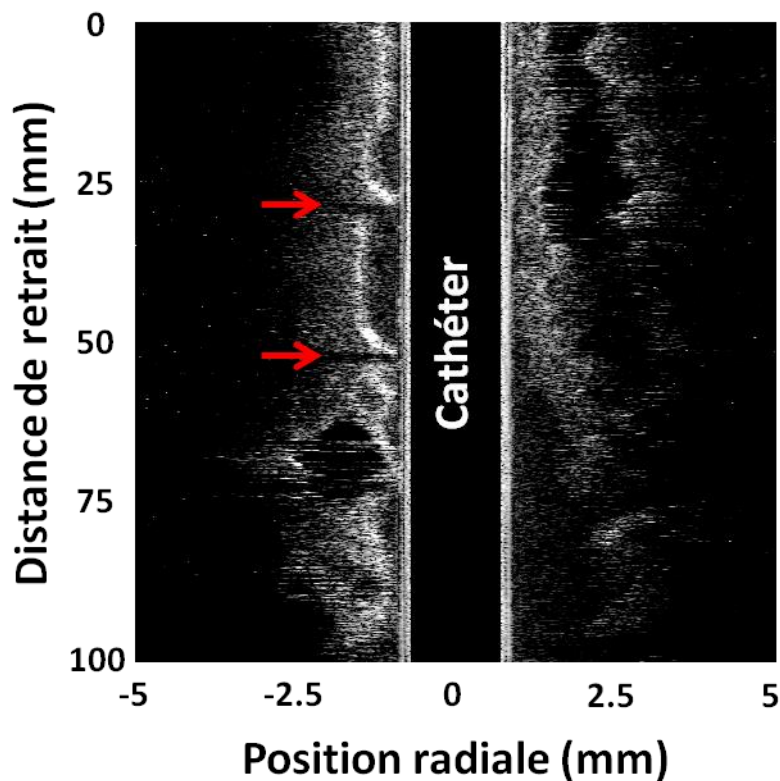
Coupe longitudinale en imagerie ultrasonore intravasculaire dans l'aorte d'un lapin.
